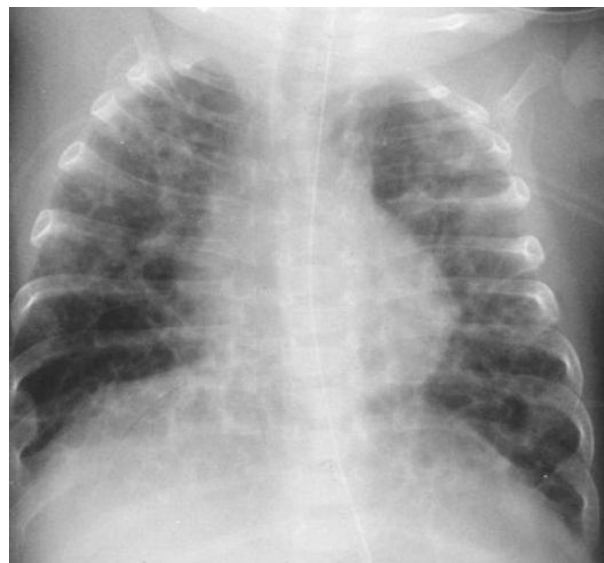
Рентгенограмма. БЛД IV степени
